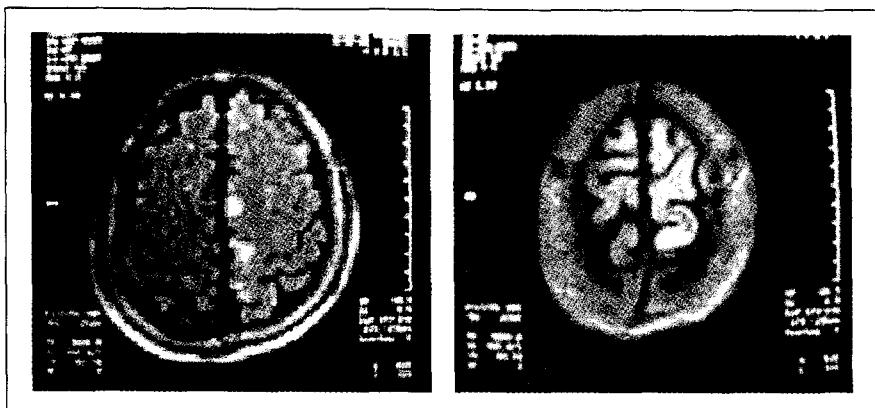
Case 2 patient's MRI images show cerebral infarction at left high medial frontal and parietal lobe.
